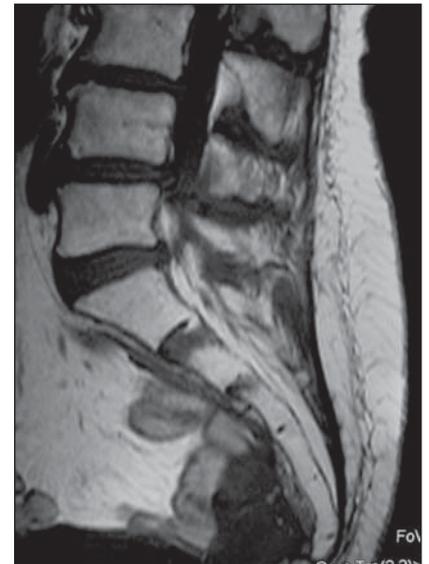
Ressonância magnética, corte sagital ponderado em T1.
